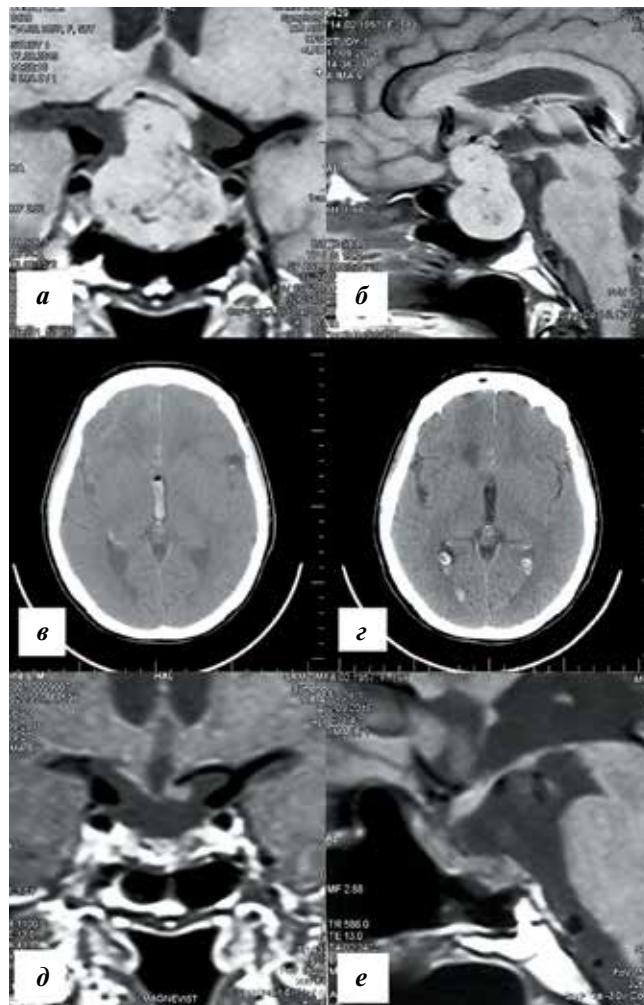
Визуализационное обследование пациентки № 1: а, б – магнитно-резонансная томография в T1-режиме до операции, коронарная (а), сагиттальная (б) проекции; в, з – компьютерная томография, аксиальная проекция: в – скопление крови в желудочковой системе через 2 ч после операции; з – лизис крови в желудочковой системе и базальных цистернах через 24 ч после операции; д, е – магнитно-резонансная томография в T1-режиме через 1 год после операции, коронарная (д), сагиттальная (е) проекции
